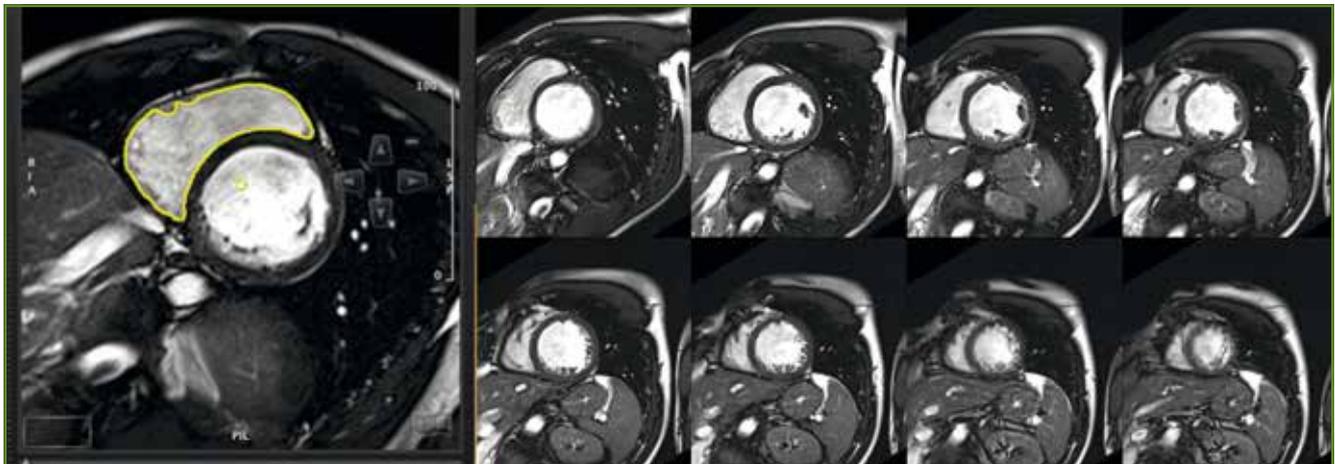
Mesure de la fraction d'éjection du VD par IRM.
